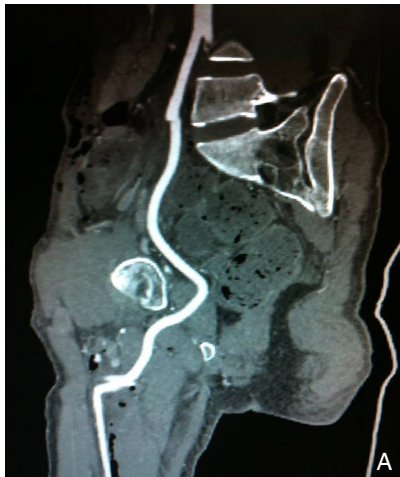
经闭孔旁路术后 CTA A: 侧位; B: 正位
